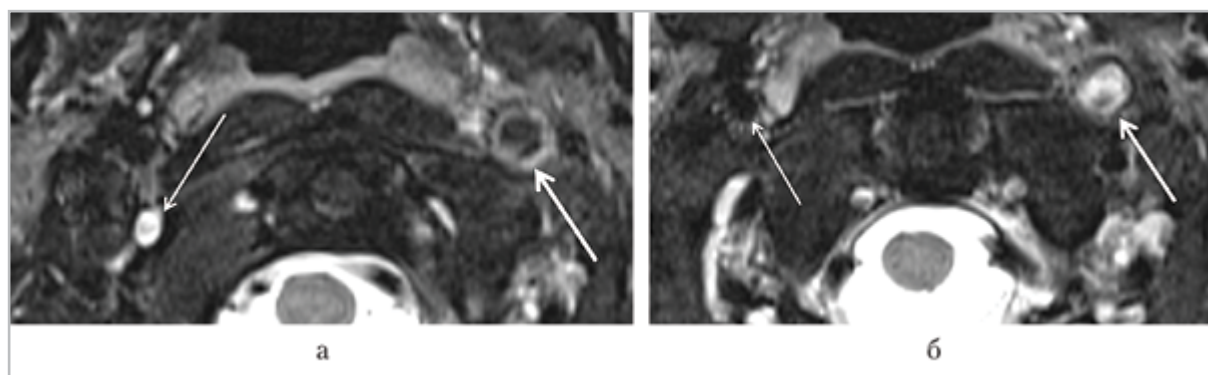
МРТ: *а* – Т2-ВИ, аксиальная проекция. Диссекция левой ВСА (*толстая стрелка*), 2-е сутки от момента возникновения клинической симптоматики. Гипоинтенсивный МР-сигнал от ИМГ, просвет артерии не визуализируется, наружный диаметр артерии увеличен. Правая ВСА не изменена (*тонкая стрелка*); *б* – Т2 f/s ВИ, аксиальная проекция. Диссекция левой ВСА, 4 сут от момента возникновения симптоматики. Гиперинтенсивный МР-сигнал от ИМГ, просвет артерии не визуализируется (*толстая стрелка*). Правая ВСА не изменена (*тонкая стрелка*)
